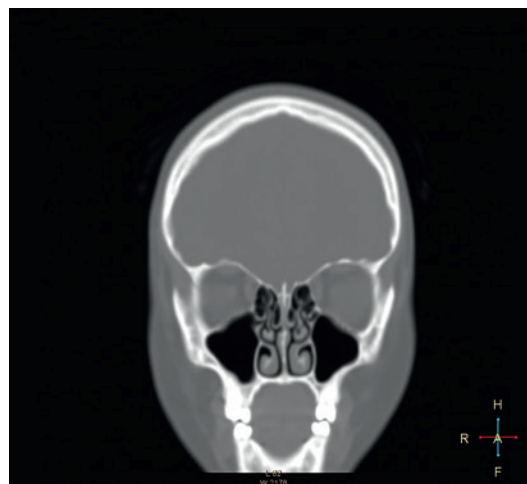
КТ-картина ОНП (коронарная проекция) у пациентки З.С., 14 лет
